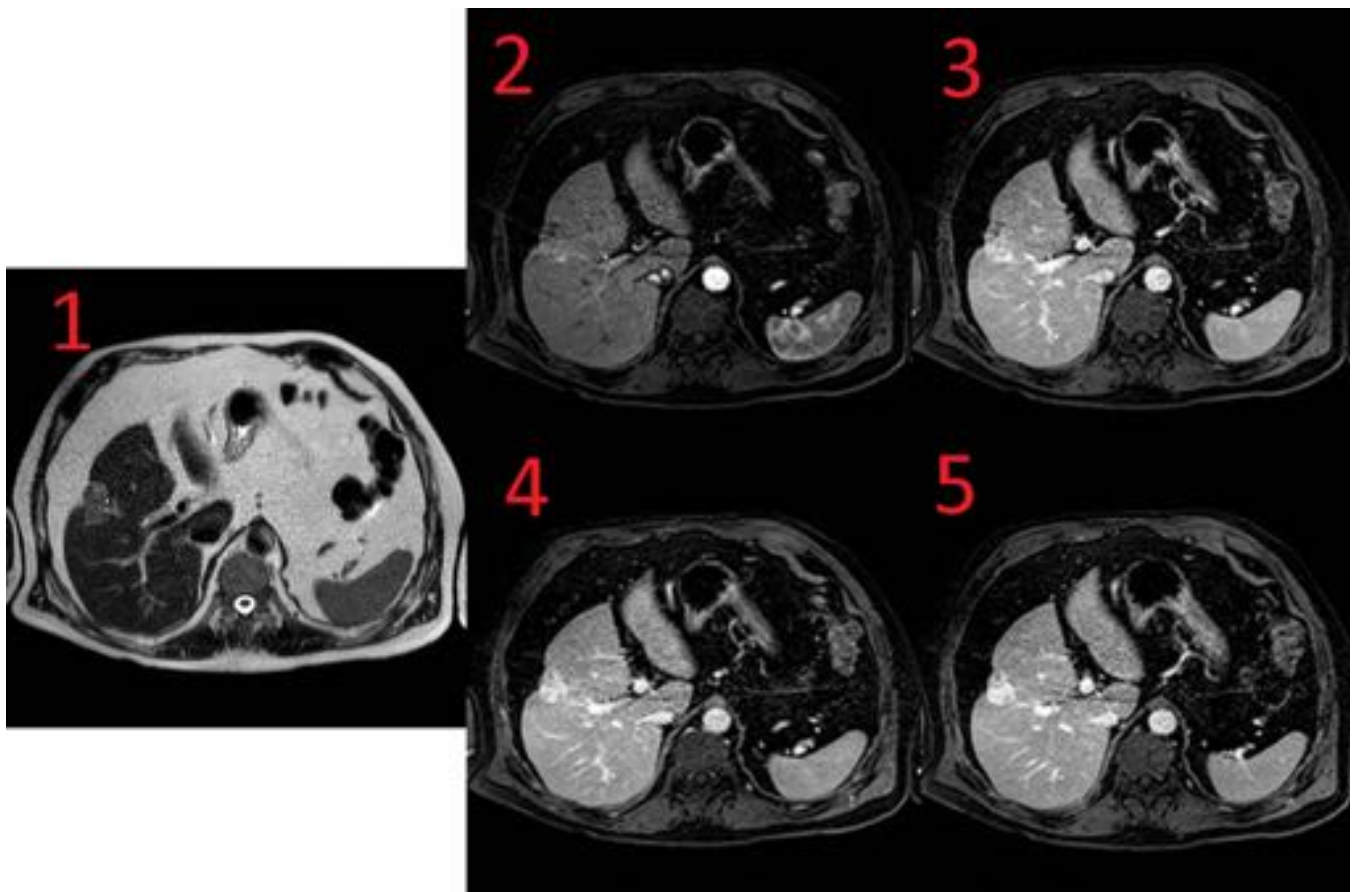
Imagen axial de RM hepática potenciada en T2 (1), se observa una lesión subcapsular levemente hipertensa con retracción de la cápsula. Tras administración de contraste presenta leve captación en fase arterial (2), mostrando progresiva captación en fase portal (3) y tardías (4 y 5).
